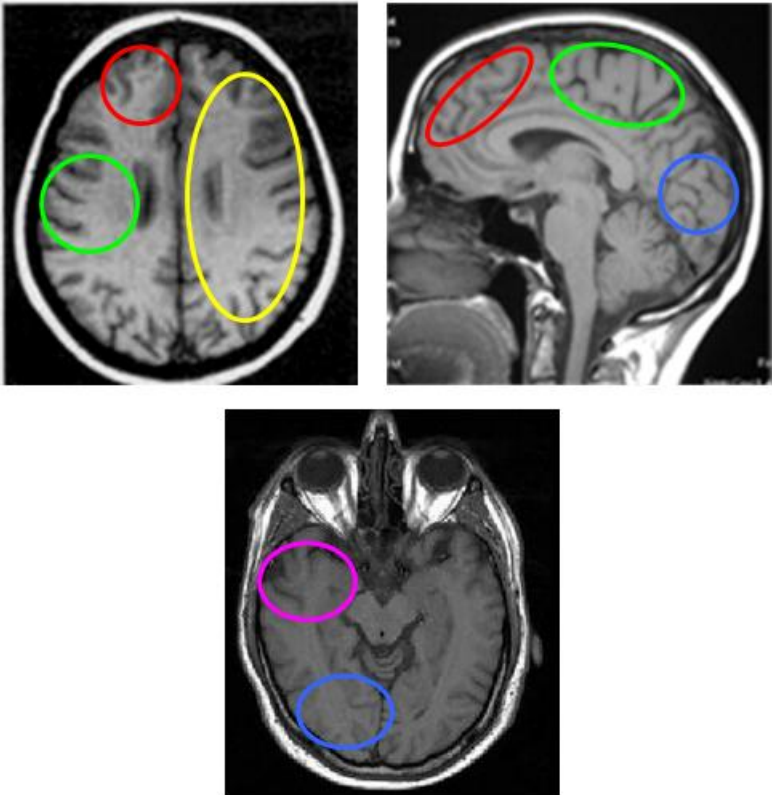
Localización de los tumores cerebrales. Imágenes de RM en planos axial (a, c) y sagital (b). Lóbulo frontal (círculo rojo), lóbulo parietal (círculo verde), lóbulo temporal (círculo violeta), lóbulo occipital (círculo azul), localización mixta, afectando dos o más lóbulos (círculo amarillo).
